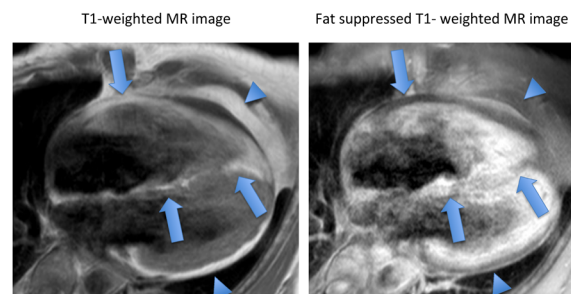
T1-weighted black blood
